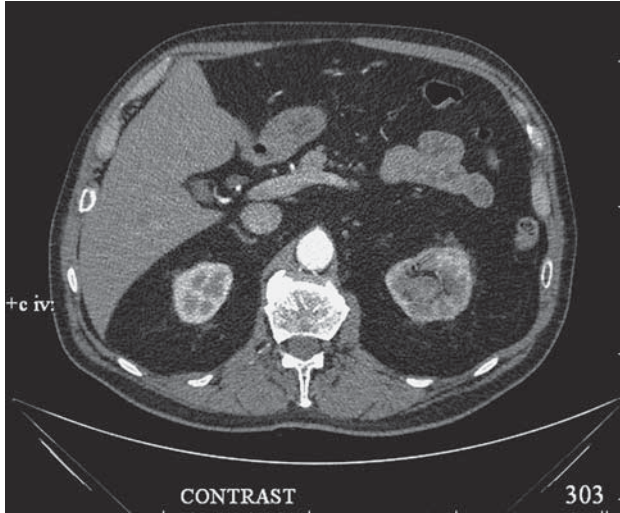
КТ-изображение в артериальную фазу исследования, образование в верхнем полюсе левой почки.
